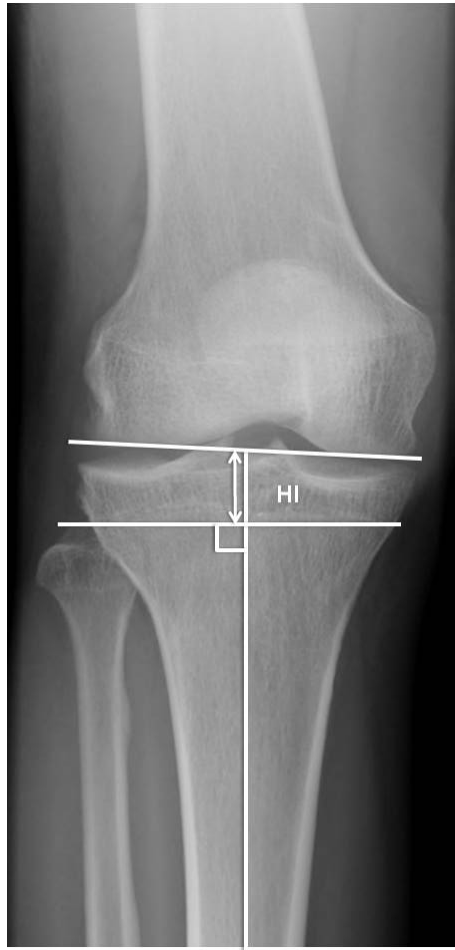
Radiographie de face, mesure de la Hauteur de l'Interligne
